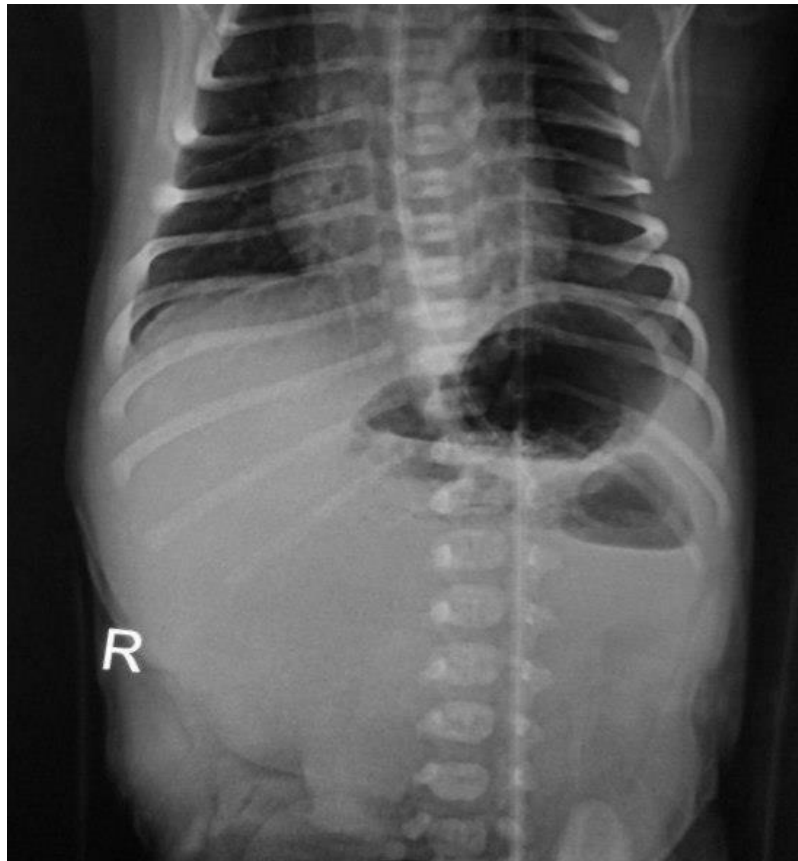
Оглядова рентгенограма дитини Ліпчевський О. МКСХ № 249 (1 доба життя): множинні рівні рідини в петлях тонкої кишки та відсутня пневматизація дистальних відділів кишківника.
